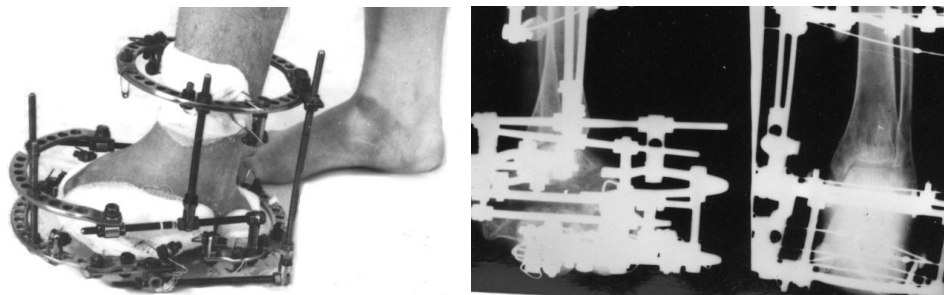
Фото и рентгенограммы больной Г. в процессе лечения.
